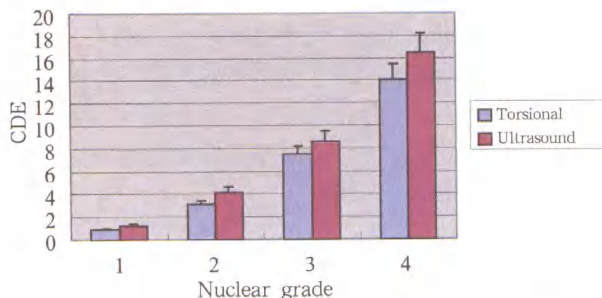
平均超声能量比较, 对每一种硬度的核扭动模式组均较常规模式组所用的平均超声能量低
